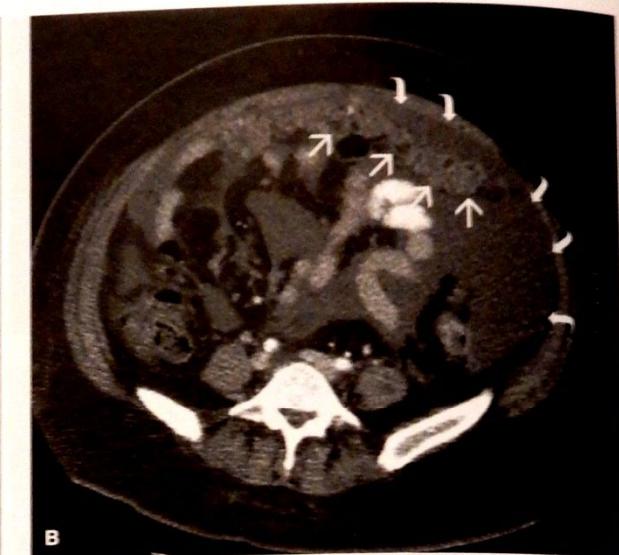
Imagini computer-tomograf (CT) a metastazelor hepatiche, ascitei și aglutinării omentale la o femeie de 51 de ani cu cancer endometrial. A. Săgețile negre delimitază zone multiple de densitate scăzută în ficat ce corespund unui proces metastatic și cu ascită (săgeți albe, curbate) ce înconjoară ficatul. B. O imagine mai caudală relevă aglutinarea omentală (săgeți albe), înconjurată de ascită masivă (săgeți albe, curbate). (Imagine publicată de Dr. Diane Twickler.)
